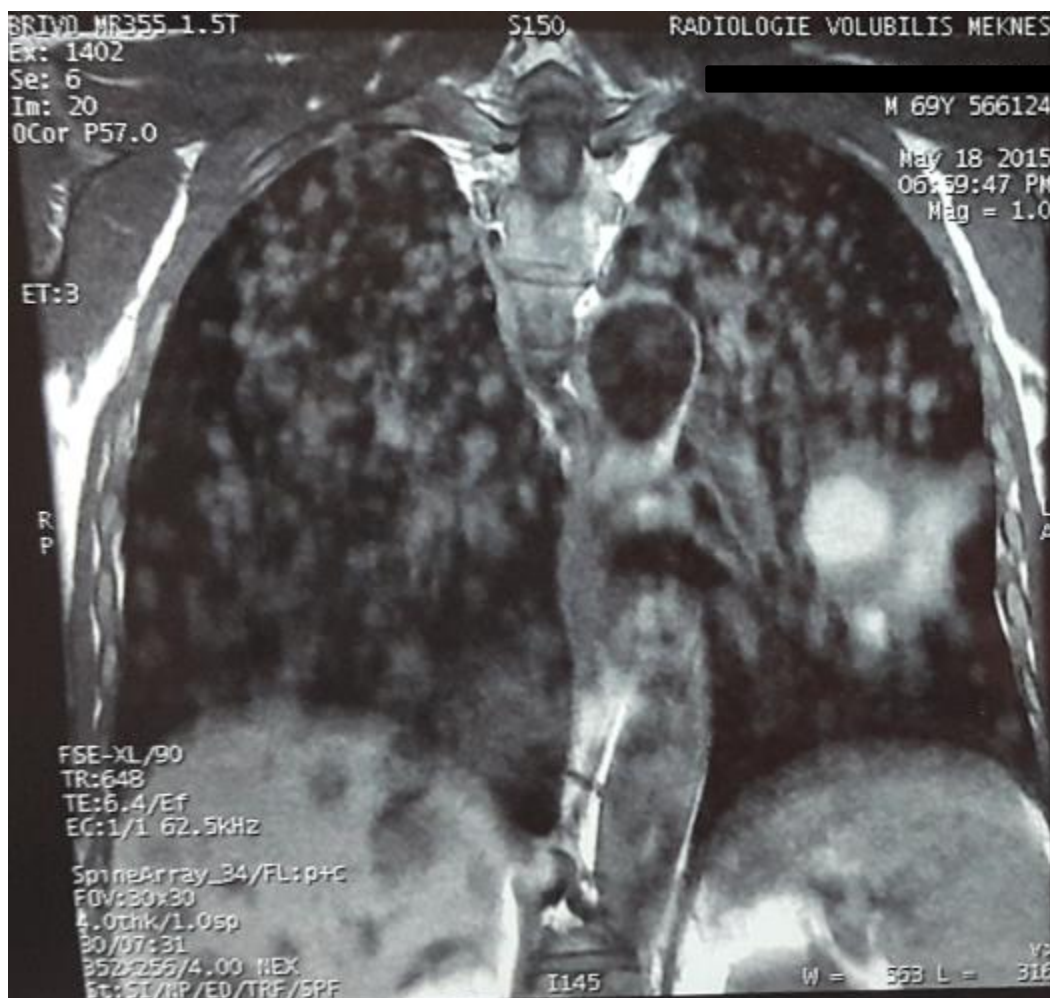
IRM thoracique en coupe coronale pondérée T2 montrant des métastases pulmonaires nodulaires le plus grand est lobaire inférieur gauche
